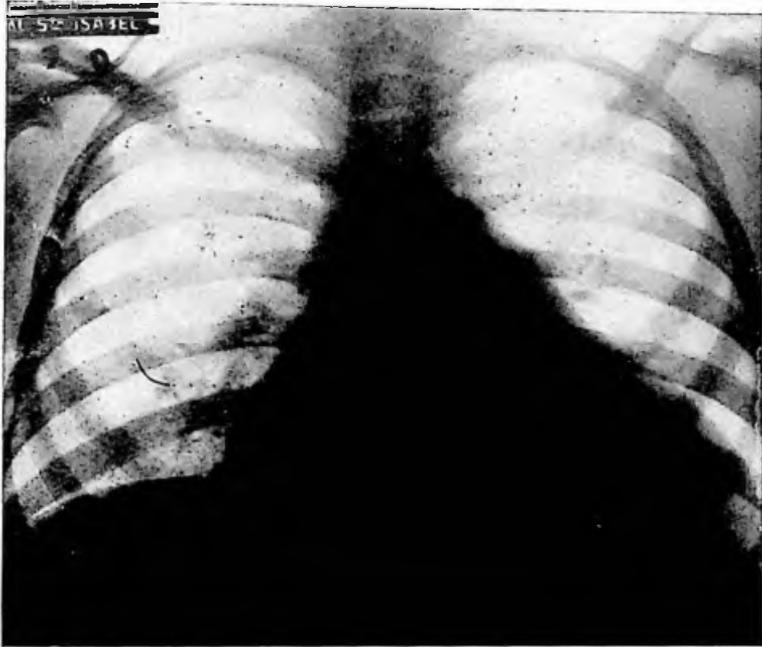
Obs. XXI: Tele-radiografia do tórax: grande aumento da área cardíaca.
